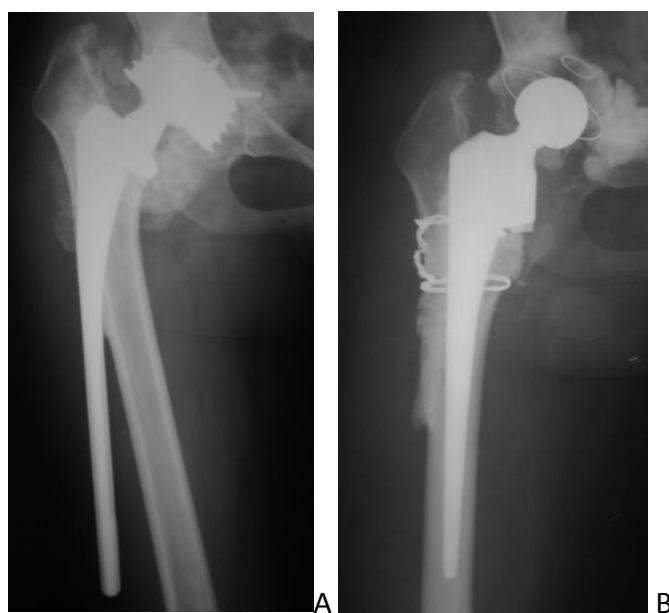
А. Рентгенограммы пациентки К., 21 года. Нестабильность эндопротеза Феникс правого тазобедренного сустава. Перфорация наружной кортикальной стенки бедра ножкой эндопротеза. В. Рентгенограммы после ревизии с использованием ревизионной ножки ЭСИ с калькарной вставкой цементной фиксации. Укрепление проксимального отдела бедренной кости монофиламентными проволоочными серкляжами.
